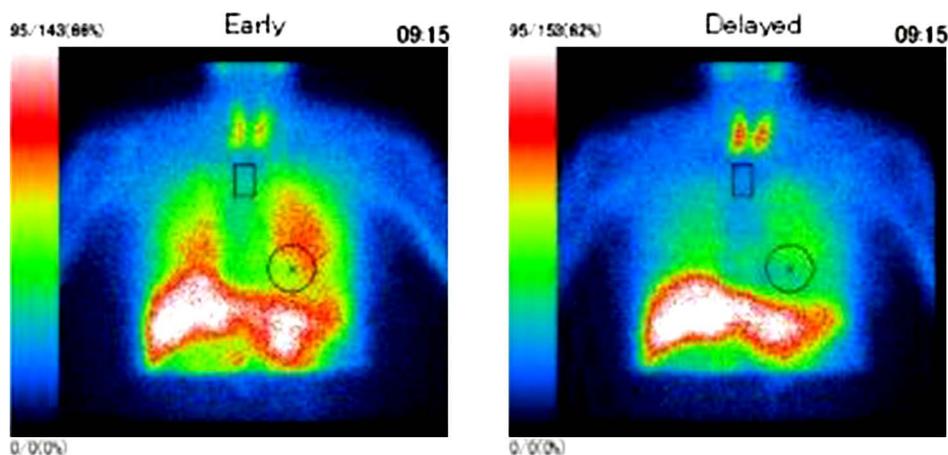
<sup>123</sup>I-MIBG cardiac scintigraphy findings.
